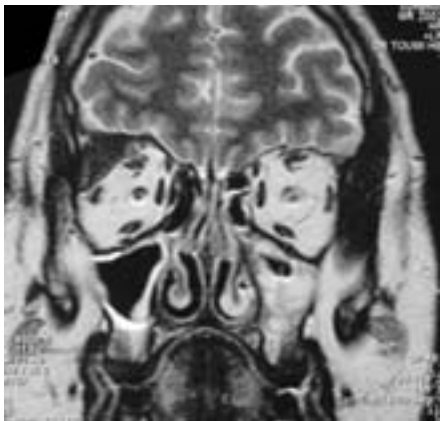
IRM du massif facial en coupe coronale : lésion orbitaire droite en hyposignal T2 avec prise de contraste méningée
